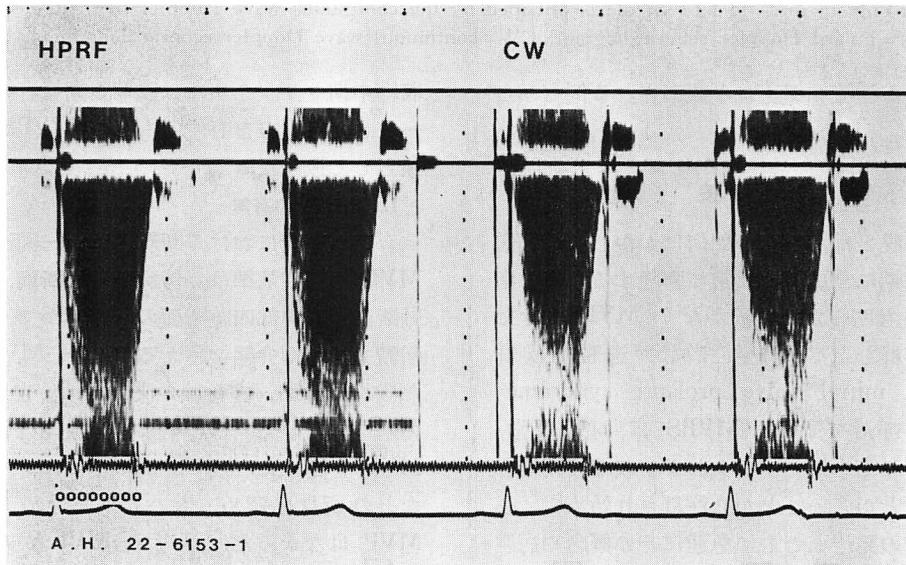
High pulse repetition frequency (left panel) and continuous wave (right panel) Doppler recordings of mitral regurgitation obtained from a patient with a pansystolic murmur with late systolic accentuation.
